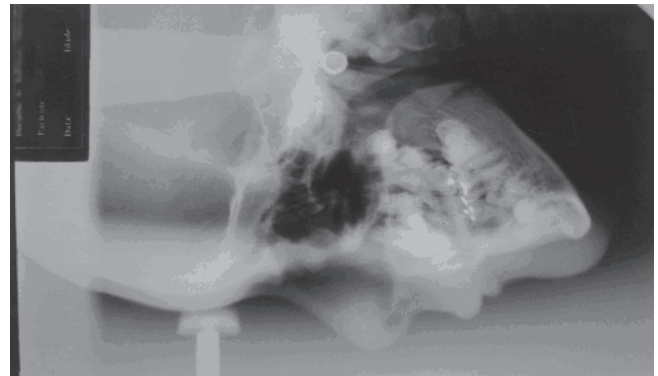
Telerradiografia onde pode ser verificada a ausência do seio frontal, a pequena altura da face em relação ao tamanho do crânio e a bossa frontal saliente.
